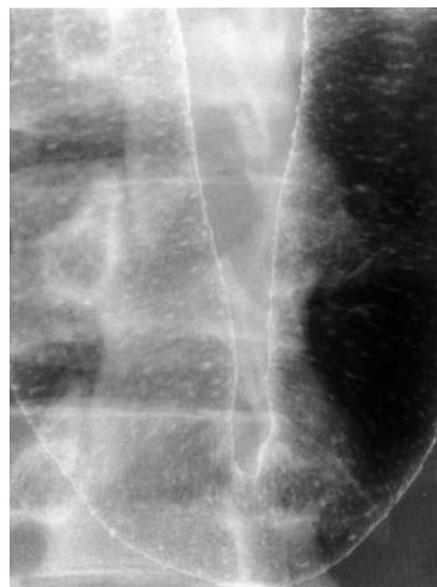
b. 1990年7月DT開始より101日後の注腸X線像（横行結腸中央部付近の二重造影像）。境界鮮明な点状・斑状バリウムフレックを認めた。
